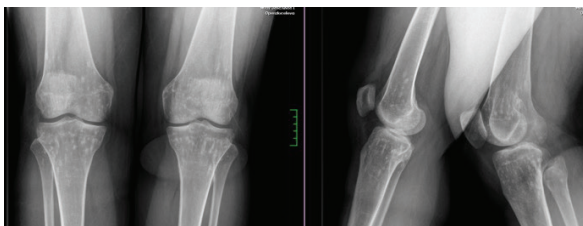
Anteroposterior and lateral radiograph of knees. There are multiple well-defined sclerotic lesions around both knee joints
